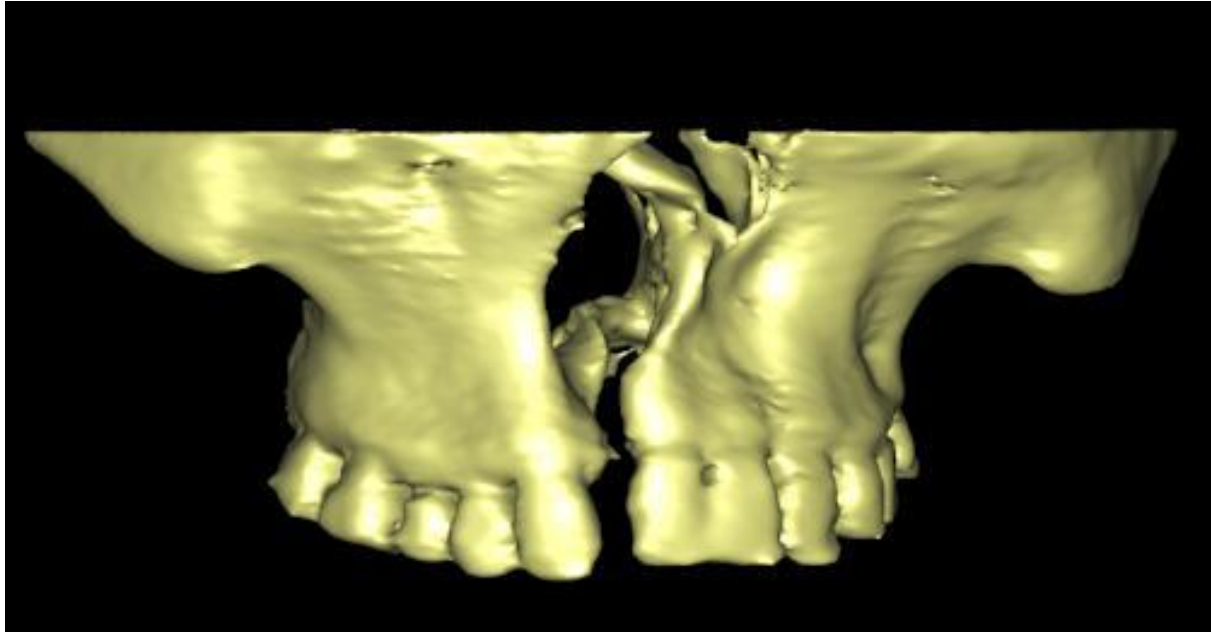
Imagem tridimensional obtida através da reconstrução de uma tomografia computadorizada de feixe cónico. Observa-se na imagem os limites do osso maxilar de um paciente com fenda palatina no planeamento de uma cirurgia reconstructiva. In: Cleft lip and palate; Mitra sadrameli (conebeam.com).
